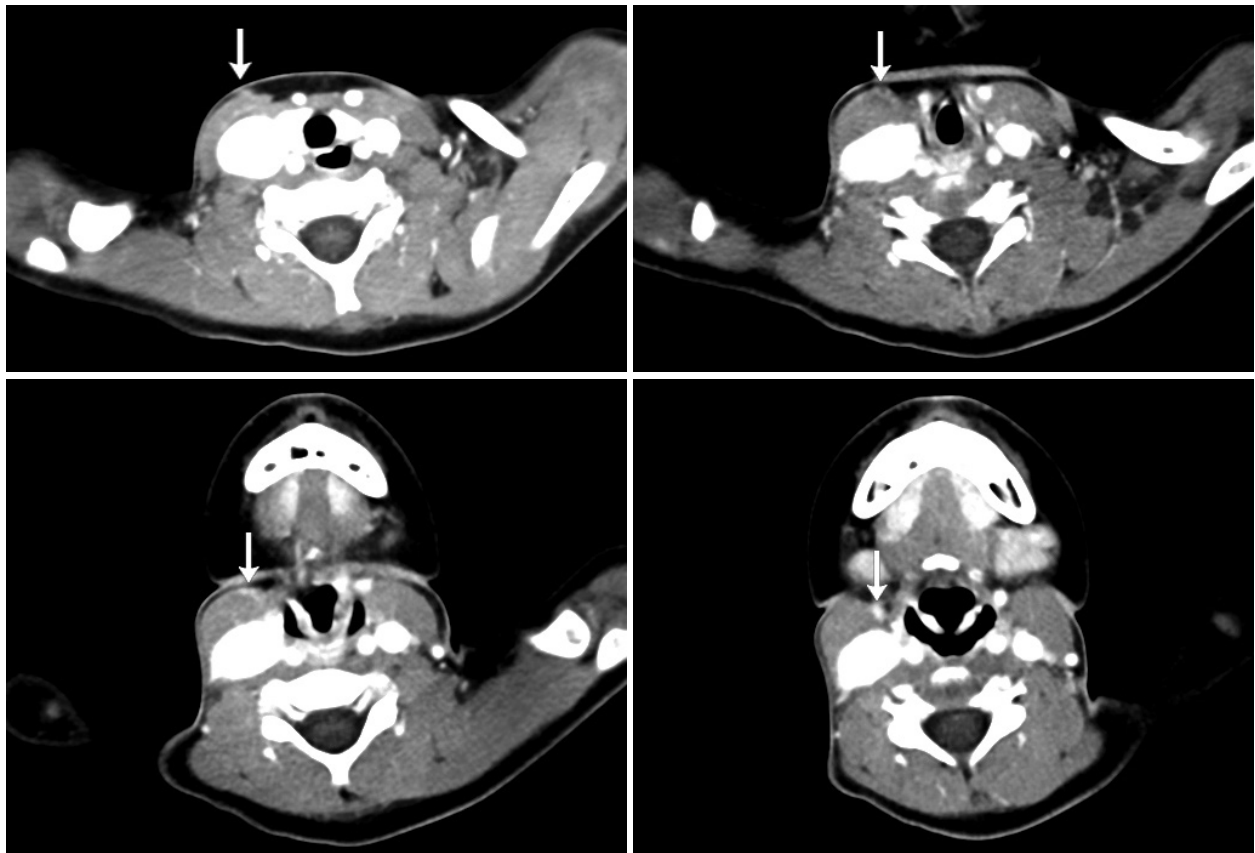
Radiologic findings. Enhanced tract could be traced from skin at the anterior border of the sternocleidomastoid muscle to pharynx level in CT scan (arrow).
